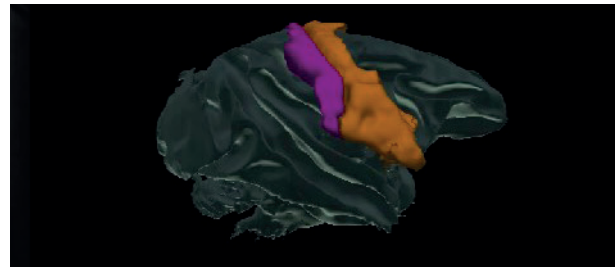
Images IRM en 3D du modèle expérimental pour suivre l'évolution du cortex moteur après une ischémie cérébrale.
